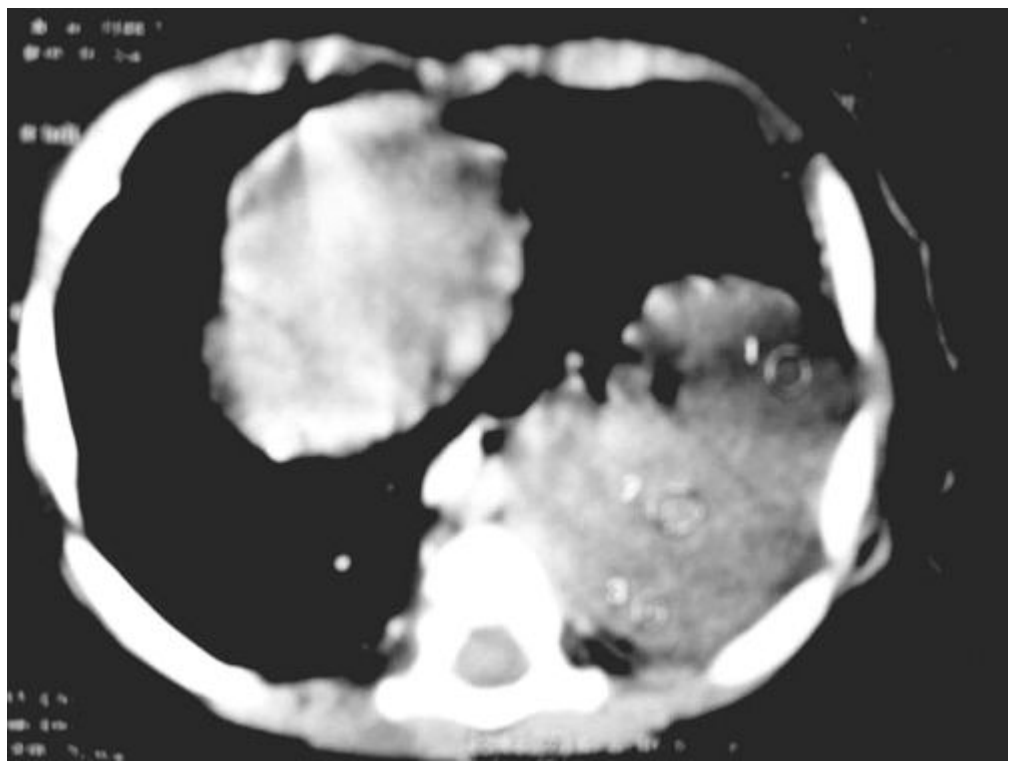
Tomografía Convencional de Tórax: se evidencia masa heterogénea en lóbulo inferior izquierdo con áreas quísticas.
